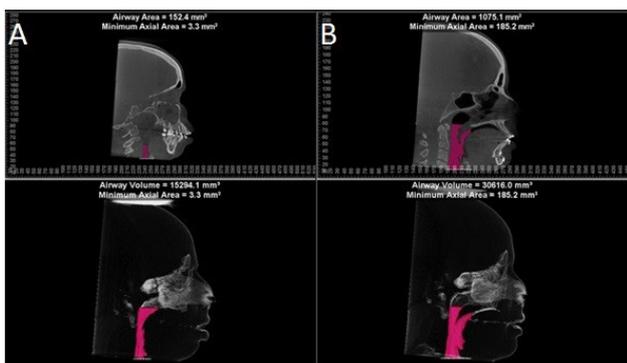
(A) Tomografia computadorizada pré-operatória com visualização volumétrica, evidenciando estreitamento da via aérea superior. (B) Tomografia computadorizada pós-operatória com visualização volumétrica, evidenciado aumento de volume e de área axial mínima da via aérea superior.
